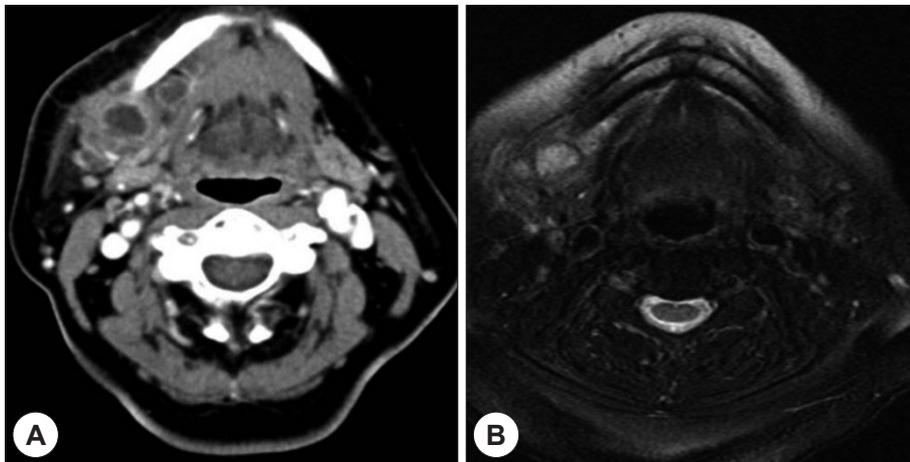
Preoperative Neck CT(A) and Neck MRI(B). Metastatic lymph node of right neck level Ib, II.
